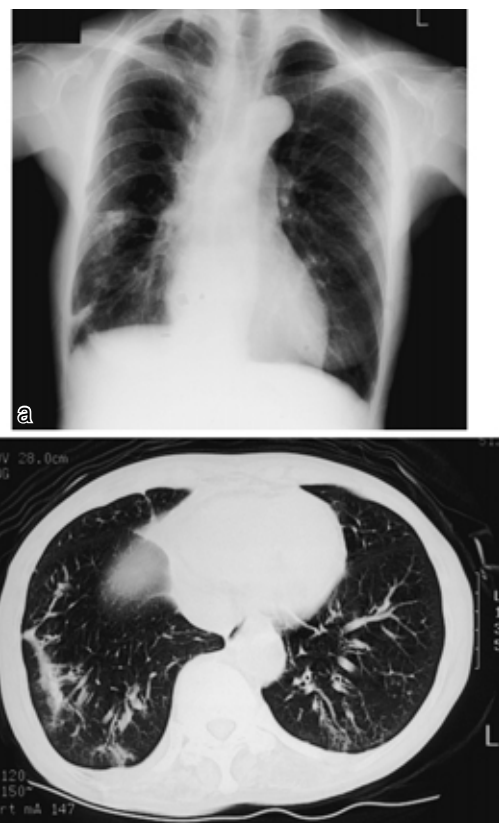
(a) Chest radiograph taken on tenth hospital day during an attack of fever, showing irregular infiltration shadows in the right middle and lower lung fields. (b) Chest computed tomography scan taken on tenth hospital day, showing irregular infiltrations throughout the bronchovascular bundle and subpleural lines in the lower lung fields, with right pleural effusion.
